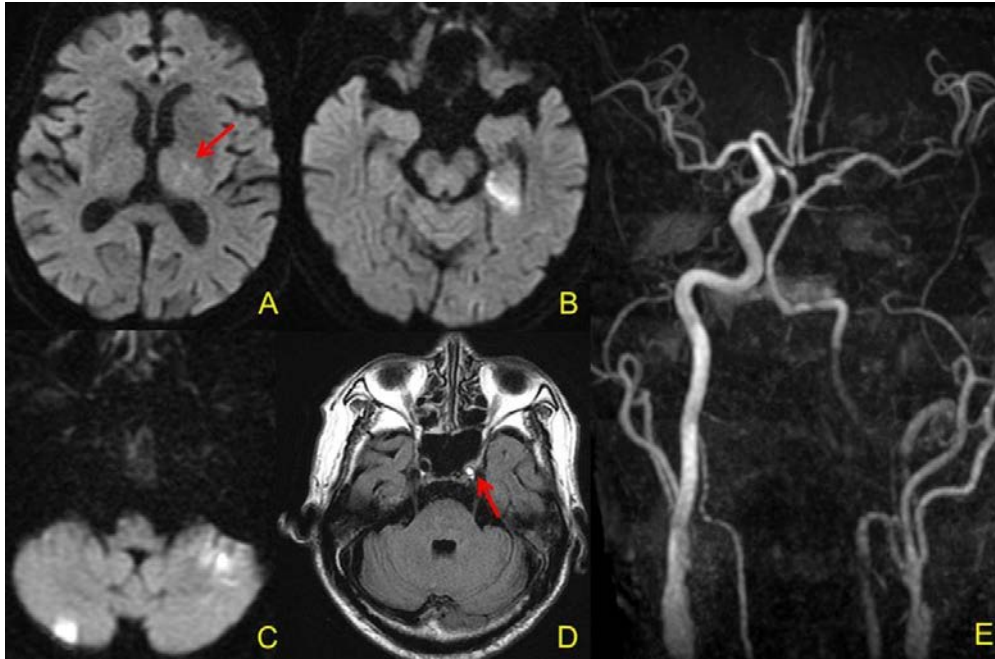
A, B, C: Diffusion-weighted MRI shows high-intensity lesions in the left internal capsule(red arrow), hippocampus and bilateral cerebellar hemispheres.D: MRI FLAIR image shows intra-arterial sign in the left internal carotid artery(red arrow).E: MRA of bilateral carotid to cerebral arteries shows a obliteration of the left internal carotid artery and flow in the right middle cerebral artery via anterior communicating artery and posterior communicating artery.
